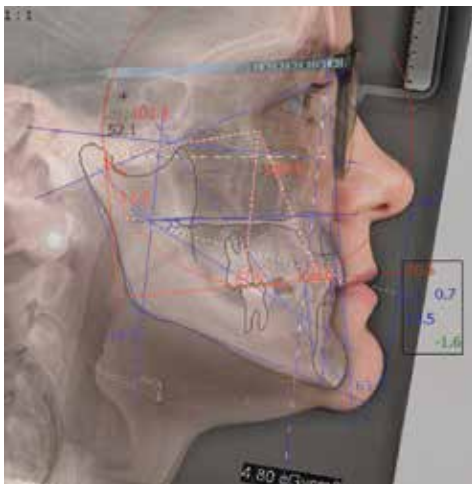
Überlagerung der cephalometrischen Analyse des seitlichen Fernröntgens mit dem Profilfoto
